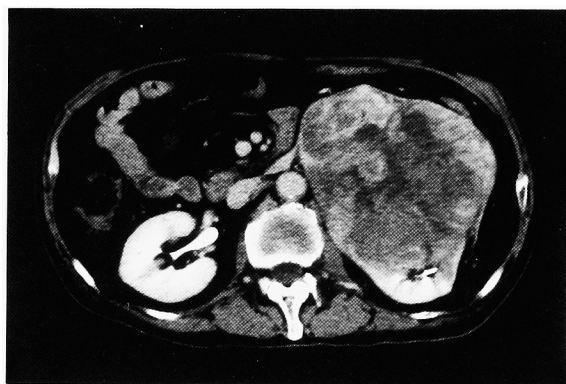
Computed tomography shows a large mass adjacent to the parenchyma of the left kidney.
